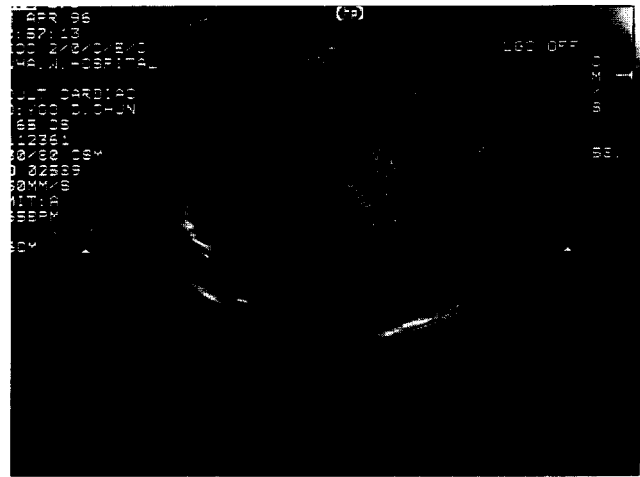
Postoperative Echocardiography
